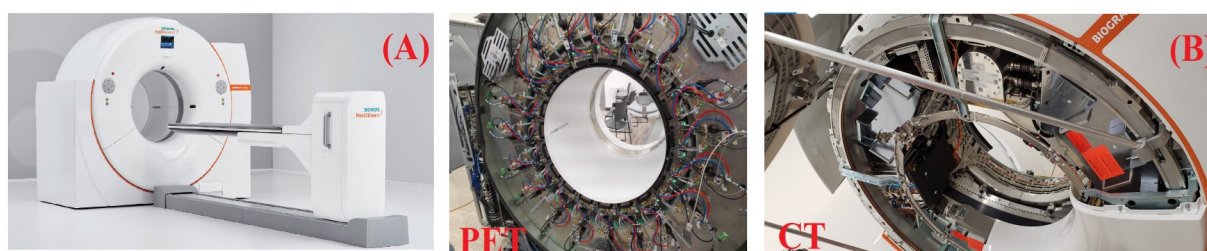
Estas imágenes presentan (A) el aspecto físico final de una PET/CT BV 450 salida del fabricante (imagen tomada de Siemens Healthineers, 2021a); (B) fotografías de las componentes de la tomografía por emisión de positrones (PET) y de la tomografía computarizada (CT) en el interior de sus respectivos gantries (fotografías tomadas por el autor de esta tesis durante una capacitación sobre el mantenimiento de la PET/CT BV 450. El ingeniero de Siemens Healthineers, Dennis Calderón, dio esta capacitación los días 18 y 19 de julio de 2022 en las instalaciones del proyecto ciclotrón-PET/CT).
